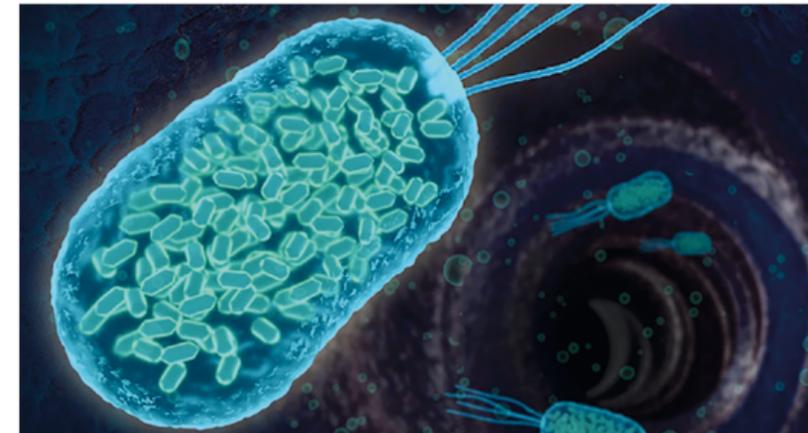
Des microbes génétiquement modifiés contenant des sacs de protéines remplis de gaz diffusent des ondes sonores, générant des signaux ultrasonores qui révèlent l'emplacement des microbes dans le corps.
